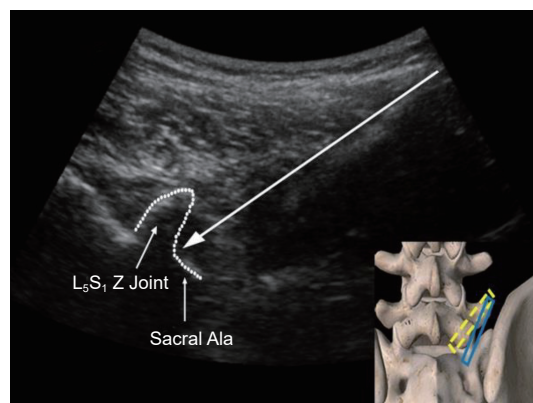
The ultrasound image of L<sub>5</sub>S<sub>1</sub> Z Joint displayed when the ultrasonic probe moves from the L<sub>4</sub>MBB target to the L<sub>5</sub>MBB target. The blue box presents the location of the ultrasound probe, while the yellow dotted line presents where the probe transferred from. The white line presents the bone cortex in the ultrasound image. L<sub>5</sub>S<sub>1</sub> Z Joint: L<sub>5</sub>S<sub>1</sub> zygapophysial joint.
